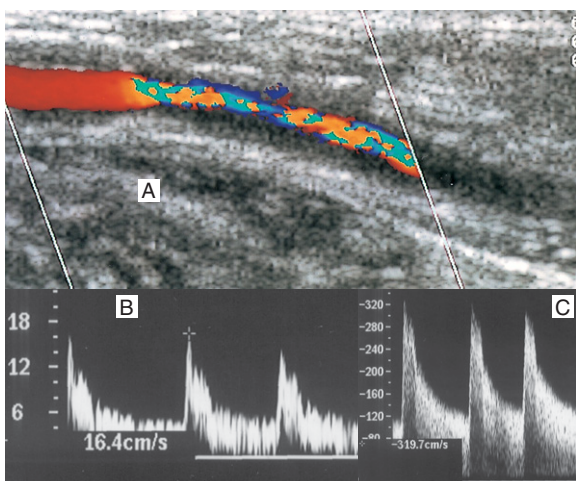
Die PVR wird zur Bestimmung des Stenosegrades im Bereich eines Bypasses herangezogen. A: Farbdopplersonographisch ist eine schwere Bypass-Stenose nachweisbar. B: Die PSV unmittelbar proximal der Stenose beträgt 16,4 cm/s. C: Die intrastenotische PSV liegt bei 319 cm/s und geht mit einer ausgeprägten Spektrumverbreiterung einher. Dies entspricht einer um den Faktor 19 erhöhten Geschwindigkeits-ratio und lässt auf eine kritische Stenose schließen.
